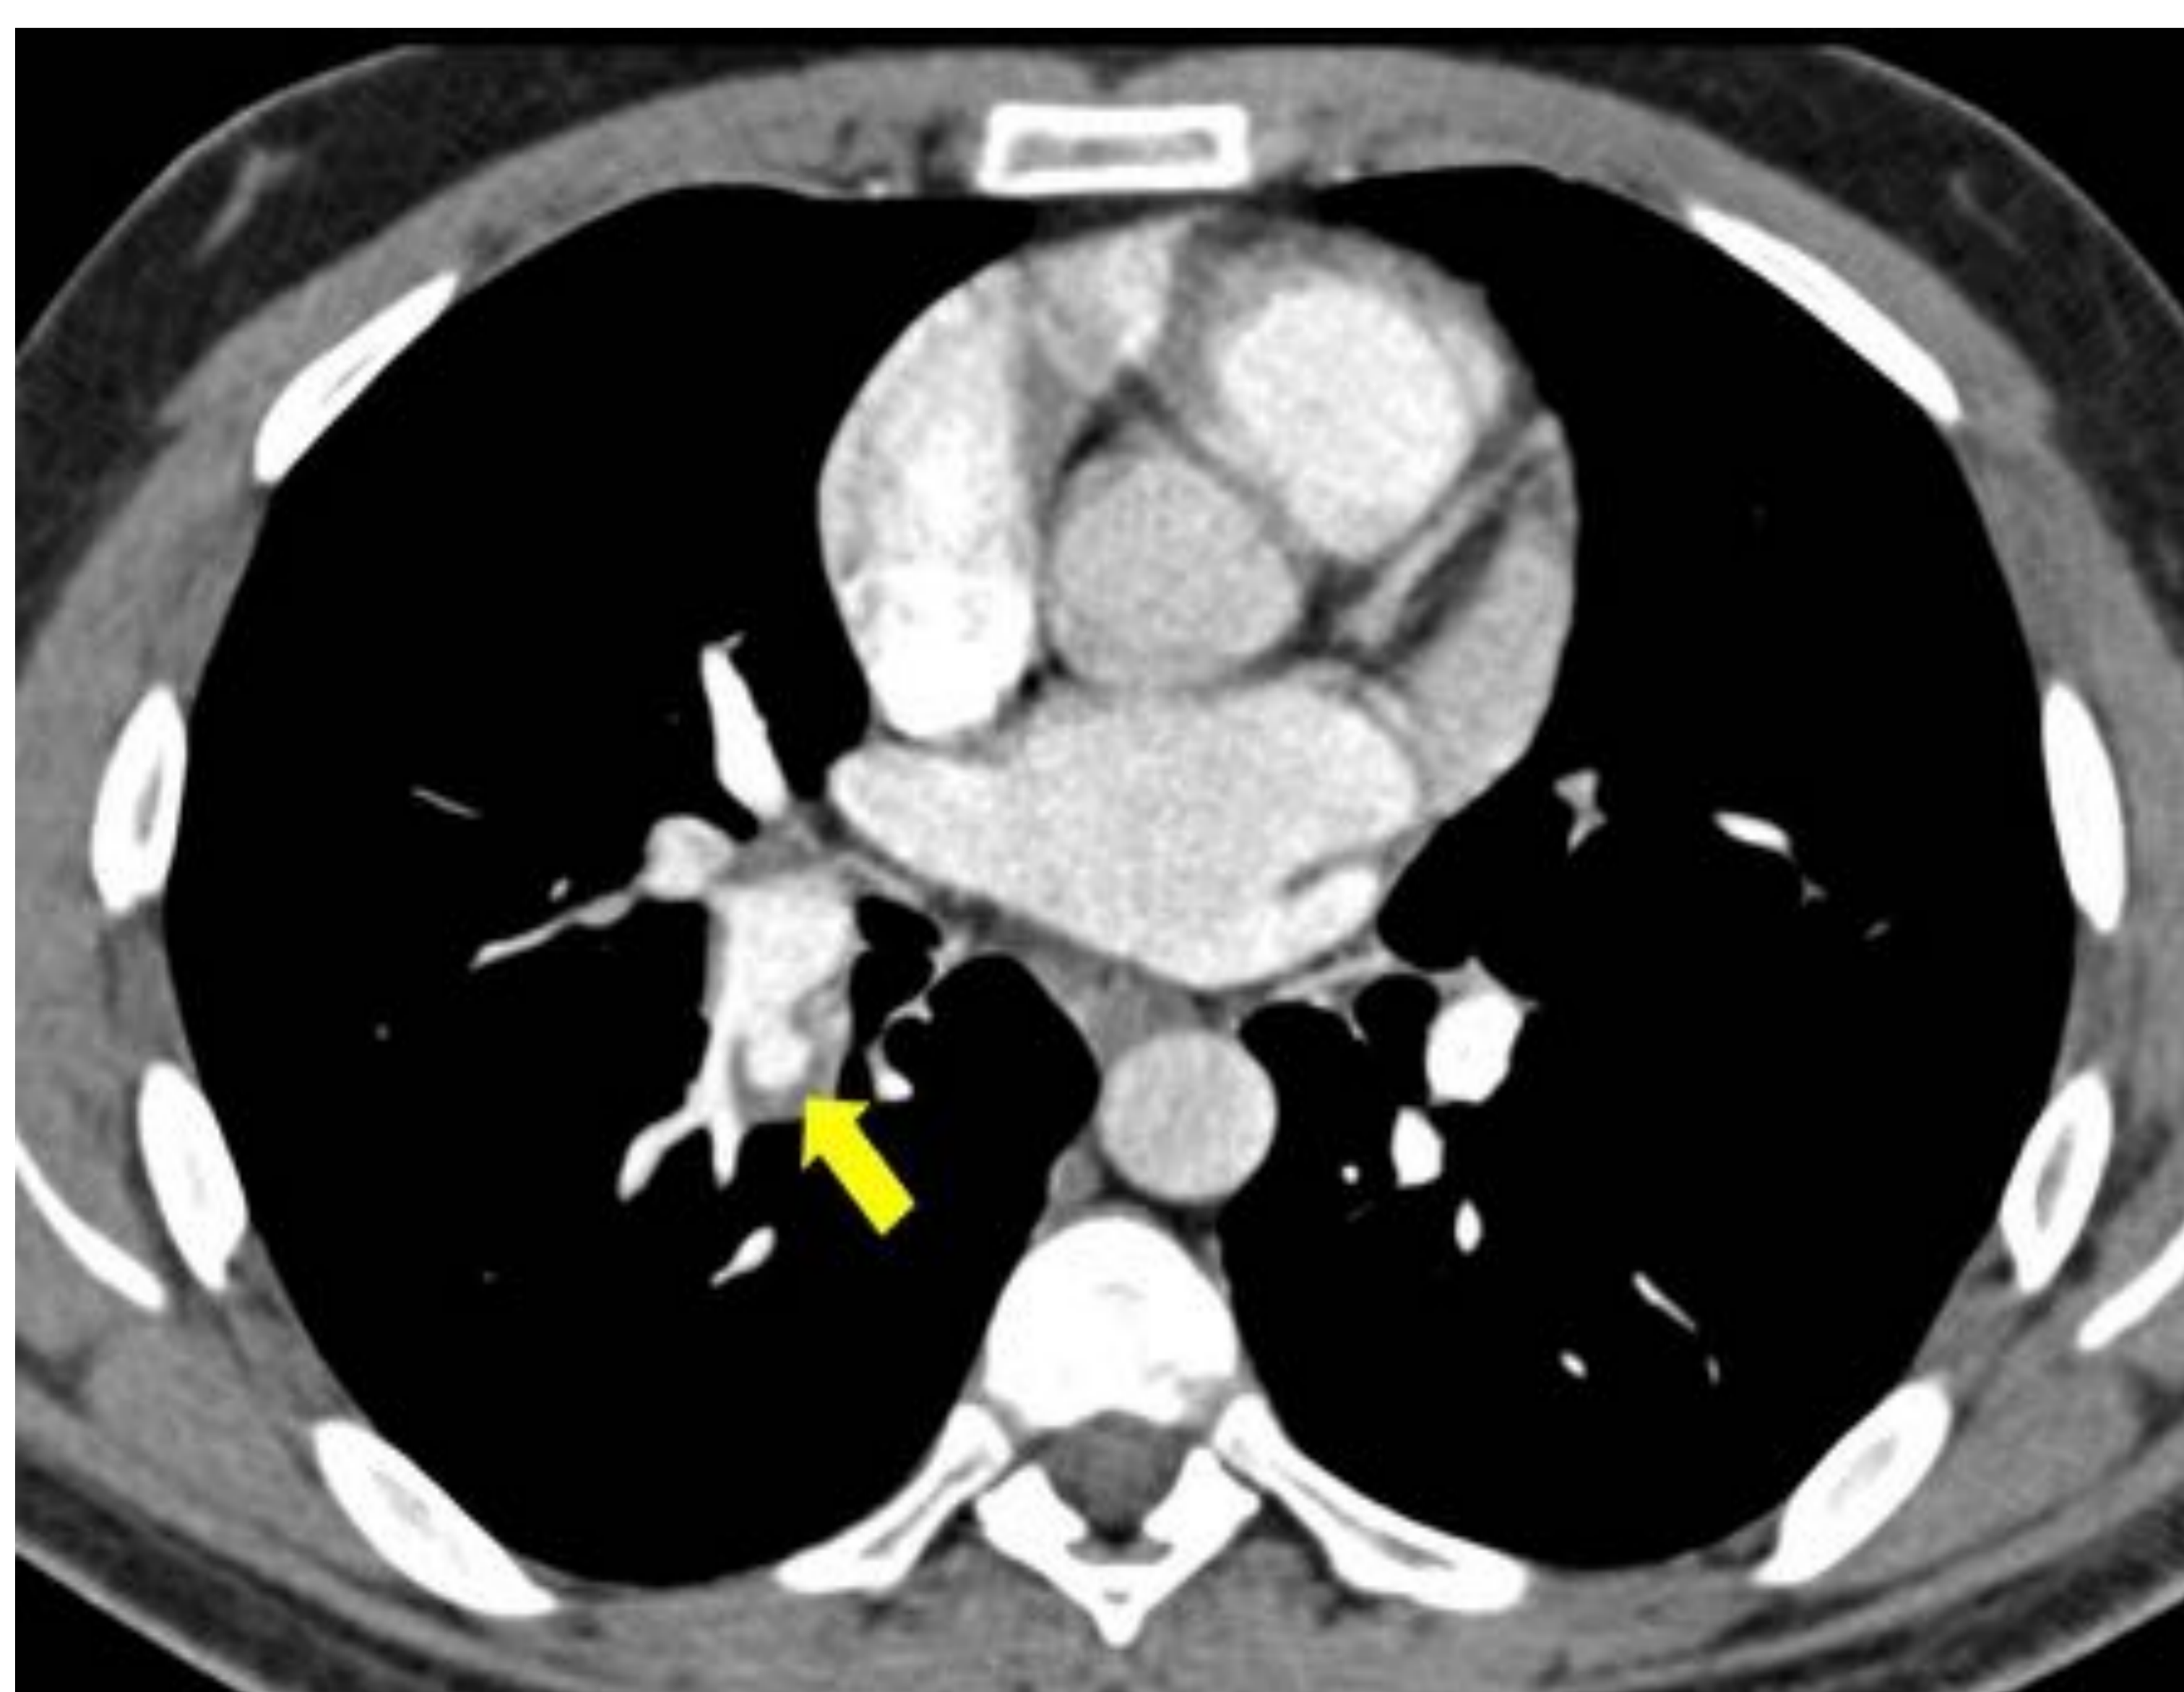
(izquierda). TC torácica con contraste (ventana de mediastino) de un paciente de 26 años con enfermedad de Behçet donde se aprecia un aneurisma sacular de una rama segmentaria basal derecha de la arteria pulmonar (flecha amarilla).
